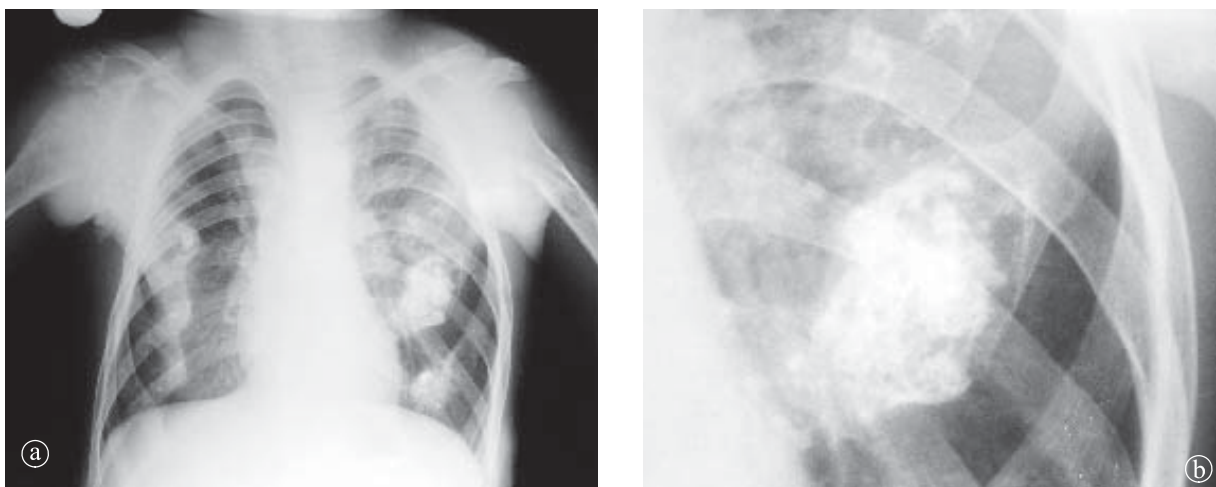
7. Sindrom Maffucci. a) Radiografie toracică PA. Multiple condroame diseminate la nivelul arcurilor costale anterioare, humerusului și scapulei bilateral. b) Detaliu.
